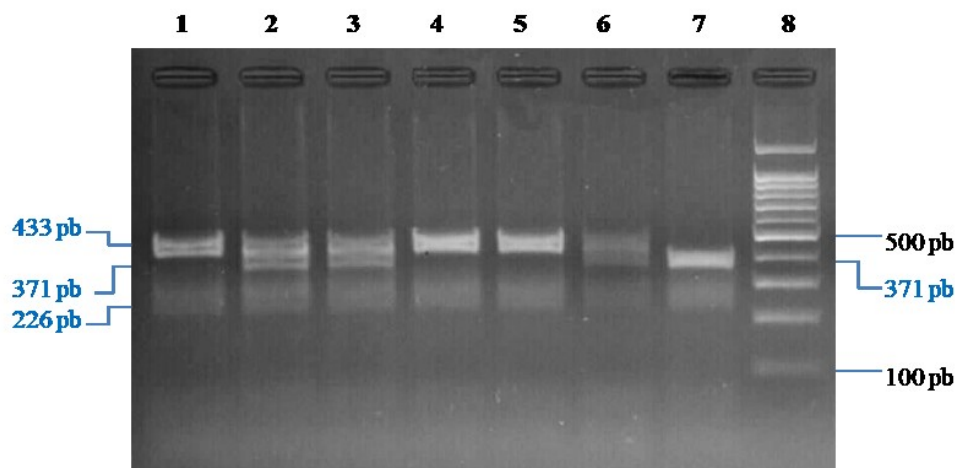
Resultado da digestão enzimática do fragmento de PCR amplificado do gene *BCL11A* com a enzima de restrição *MboII* para pesquisa do SNP rs11886868. Nas posições 1 e 4 encontram-se as amostras com genótipo TT (433 pb e 226 pb). Nas posições 2 e 3 encontram-se amostras com genótipo CT (433 pb, 371 pb, 226 pb e 62 pb). Na posição 5 encontra-se uma amostra controlo com genótipo TT. Na posição 6 encontra-se uma amostra controlo com o genótipo CT. Na posição 7 encontra-se uma amostra controlo com o genótipo CC (371 pb, 226 pb e 62 pb). Na posição 8 encontra-se o marcador de peso molecular de 100 pb (100 pb Plus DNA Ladder, Bioron). A preto representam-se os pesos moleculares do marcador de peso molecular e a azul o peso molecular do fragmento de DNA digerido com *Mbo II*.
